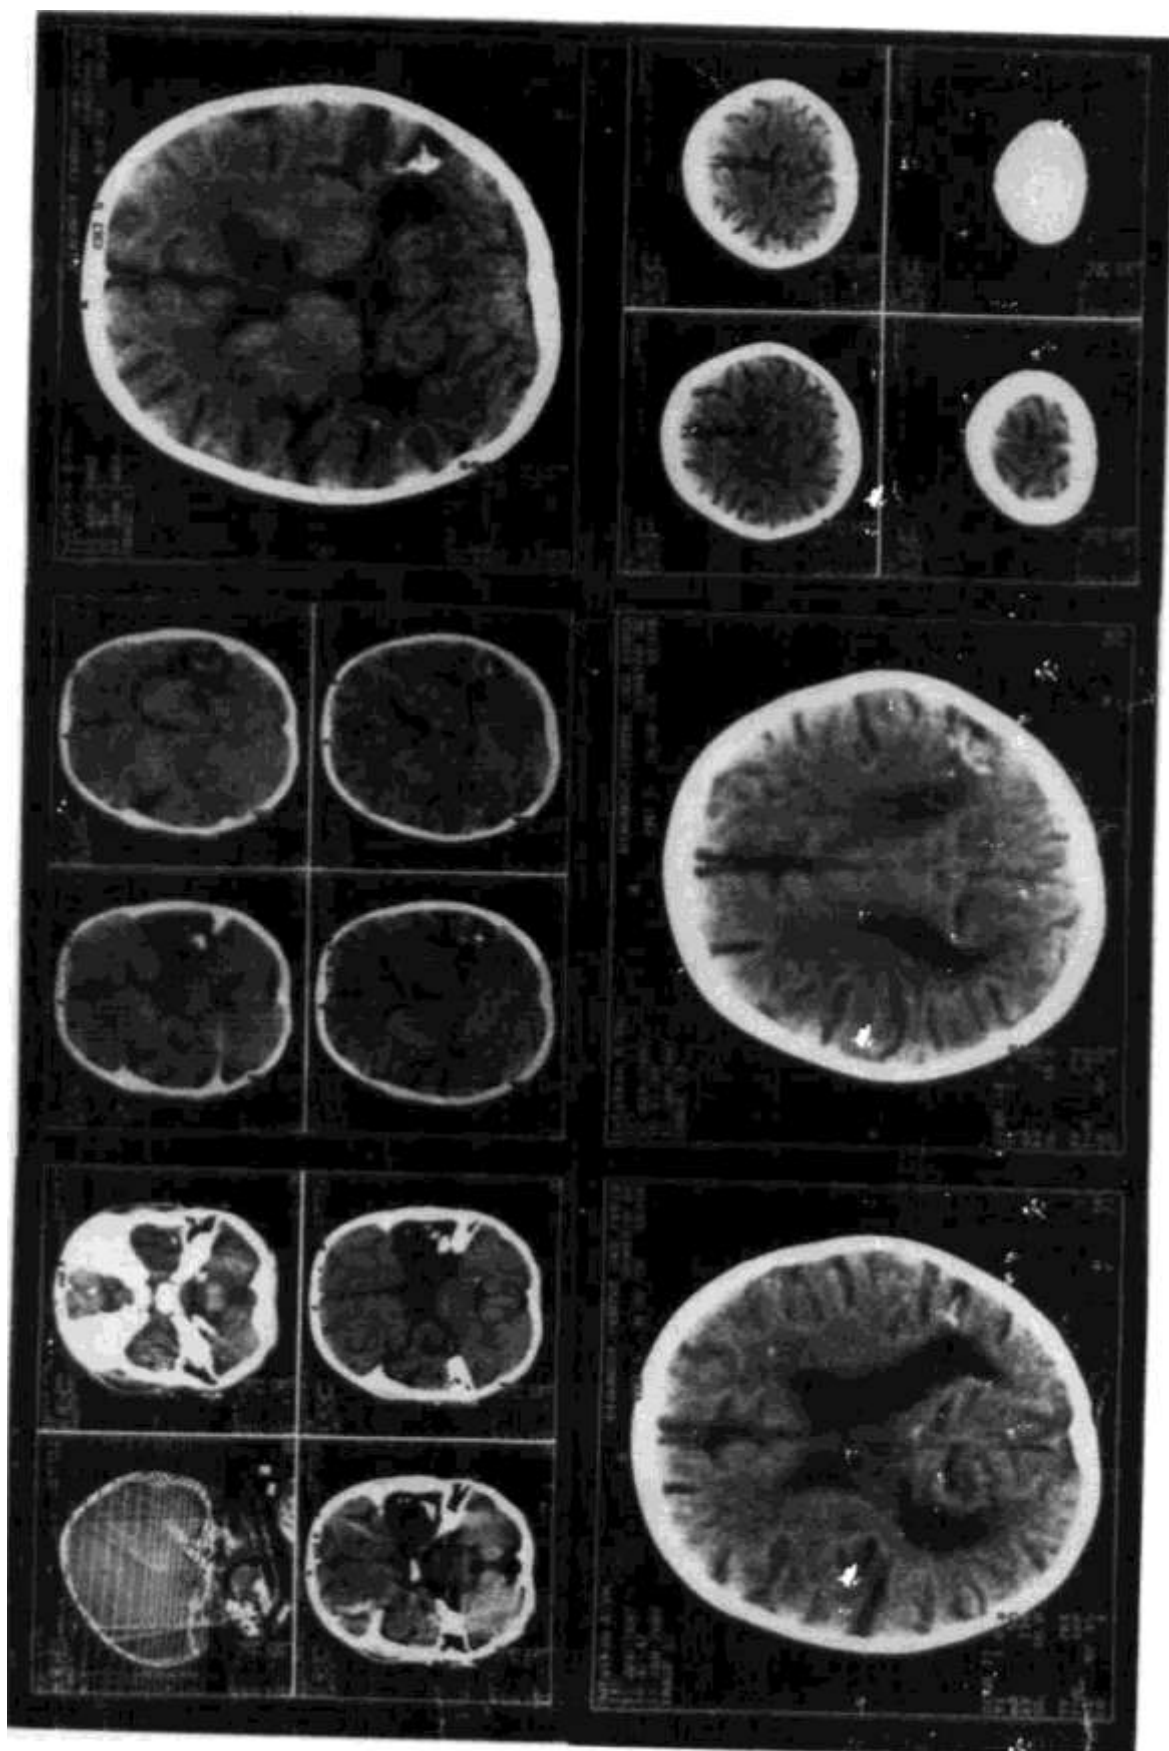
Компьютерная томограмма головного мозга. Ребенок 3., мальчик, 1 г 10 мес. Врожденный токсоплазмоз, церебральная форма (множественные кальцинаты головного мозга), хроническое течение, (собственное наблюдение).
